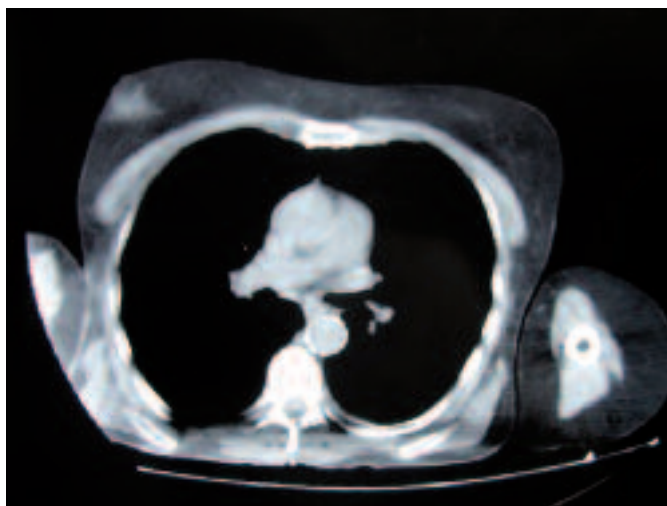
Secuencia axial de TC torácica: cúmulos difusos de consistencia grasa en ambas mamas y a nivel del brazo. No se aprecian alteraciones en mediastino, salvo ateromatosis aórtica como hallazgo casual.
